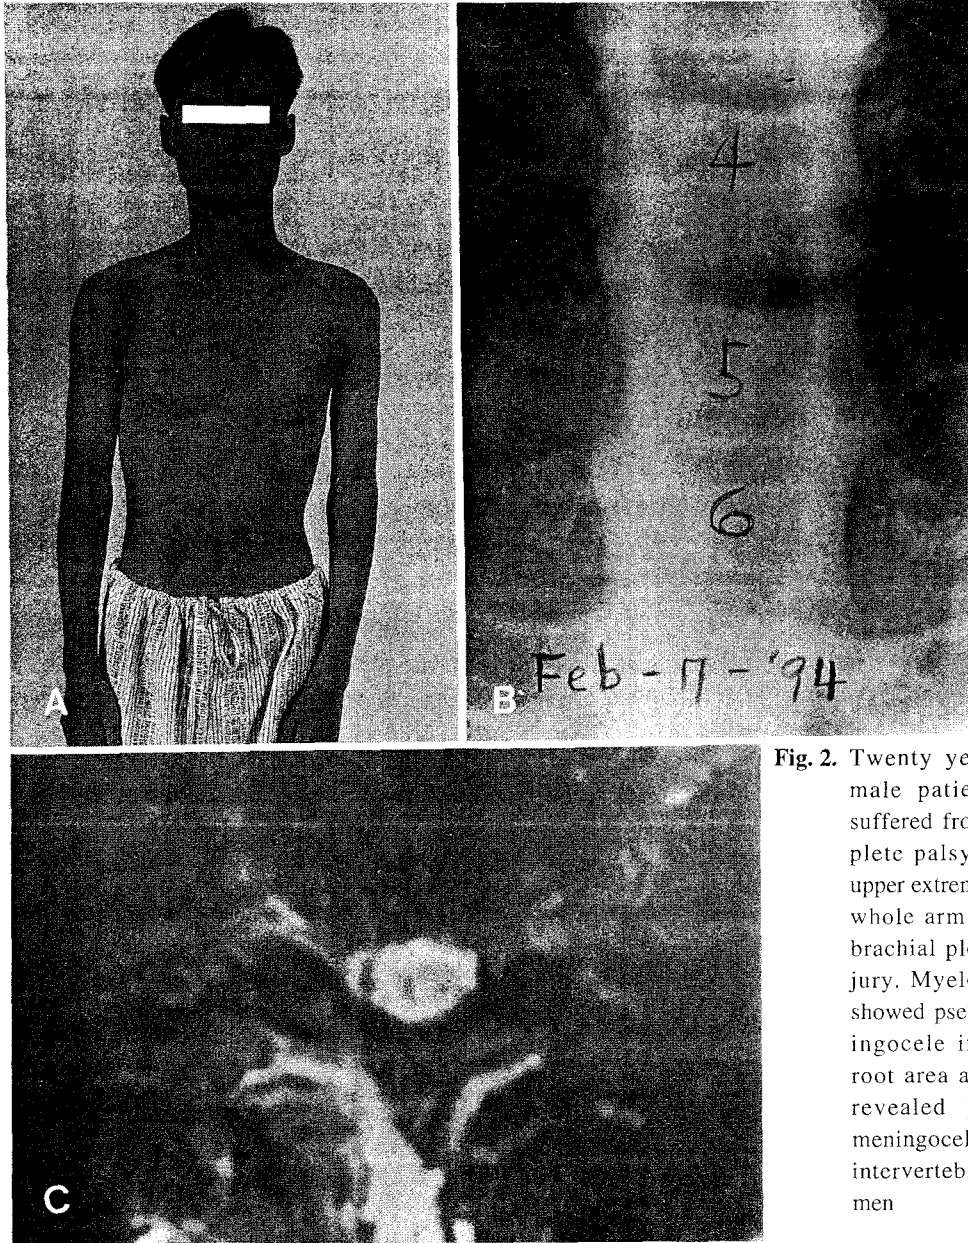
Twenty years old male patient was suffered from complete palsy of left upper extremity with whole arm type of brachial plexus injury. Myelography showed pseudomeningocele in C5, 6 root area and MRI revealed pseudomeningocele in left intervertebral foramen
